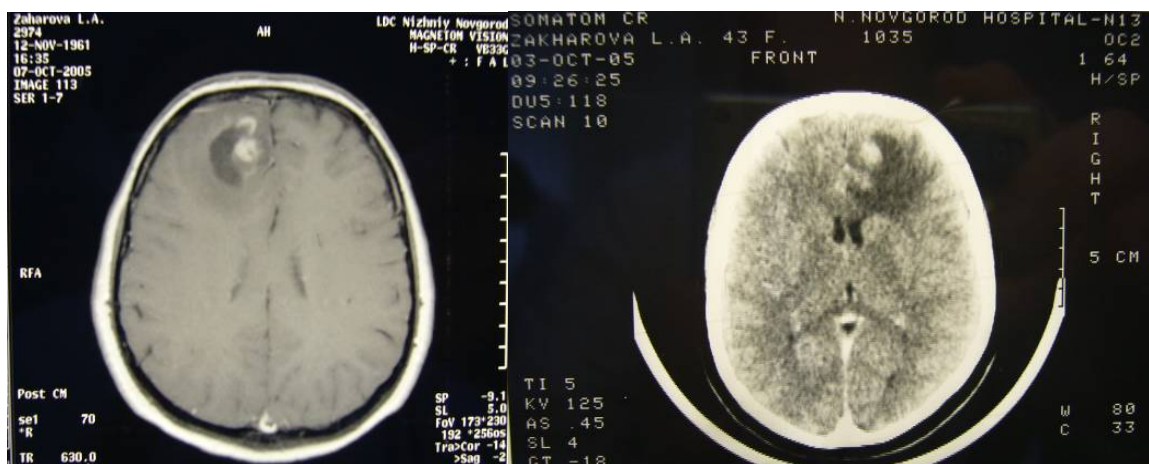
МРТ больной З. от 07.10.05. Рисунок 21. КТ больной З. от 03.10.05
